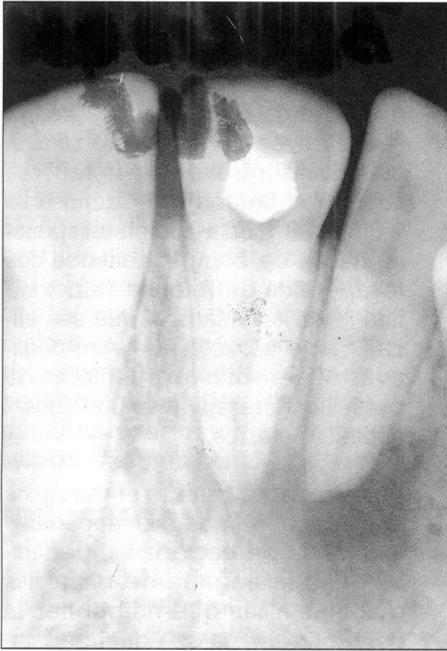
Imagen radiolúcida periapical en el incisivo central derecho. Pruebas de vitalidad positivas. Periapice del incisivo central izquierdo, radiológicamente sano. Pruebas de vitalidad negativas.
